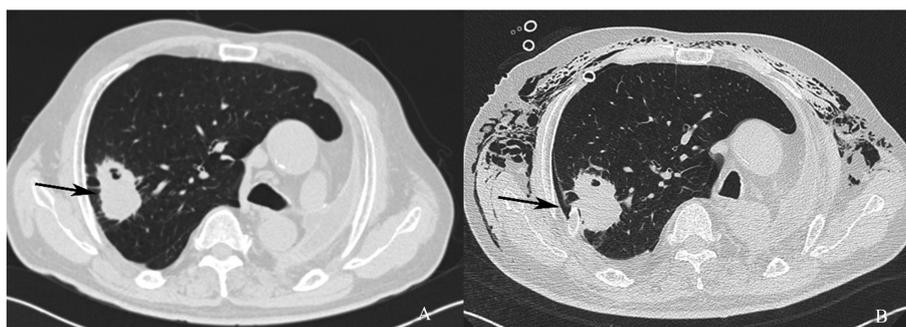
横轴位胸部肺窗显示右肺上叶占位(A 为入院查胸部 CT,B 为胸腔闭式引流术后片, 可见 2 根引流管和皮下气肿,箭头指向瘤体)
